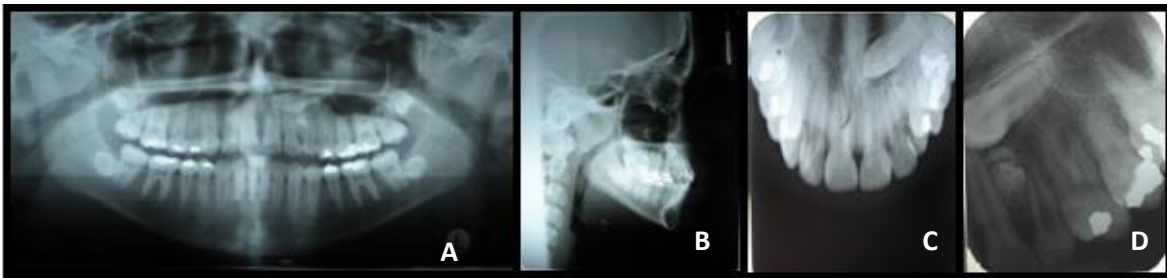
Radiografías (tomadas el 4/9/2008): A) panorámica, B) cefalométrica lateral, C) oclusal superior y D) periapical de la zona anterior del cuadrante superior izquierdo.
